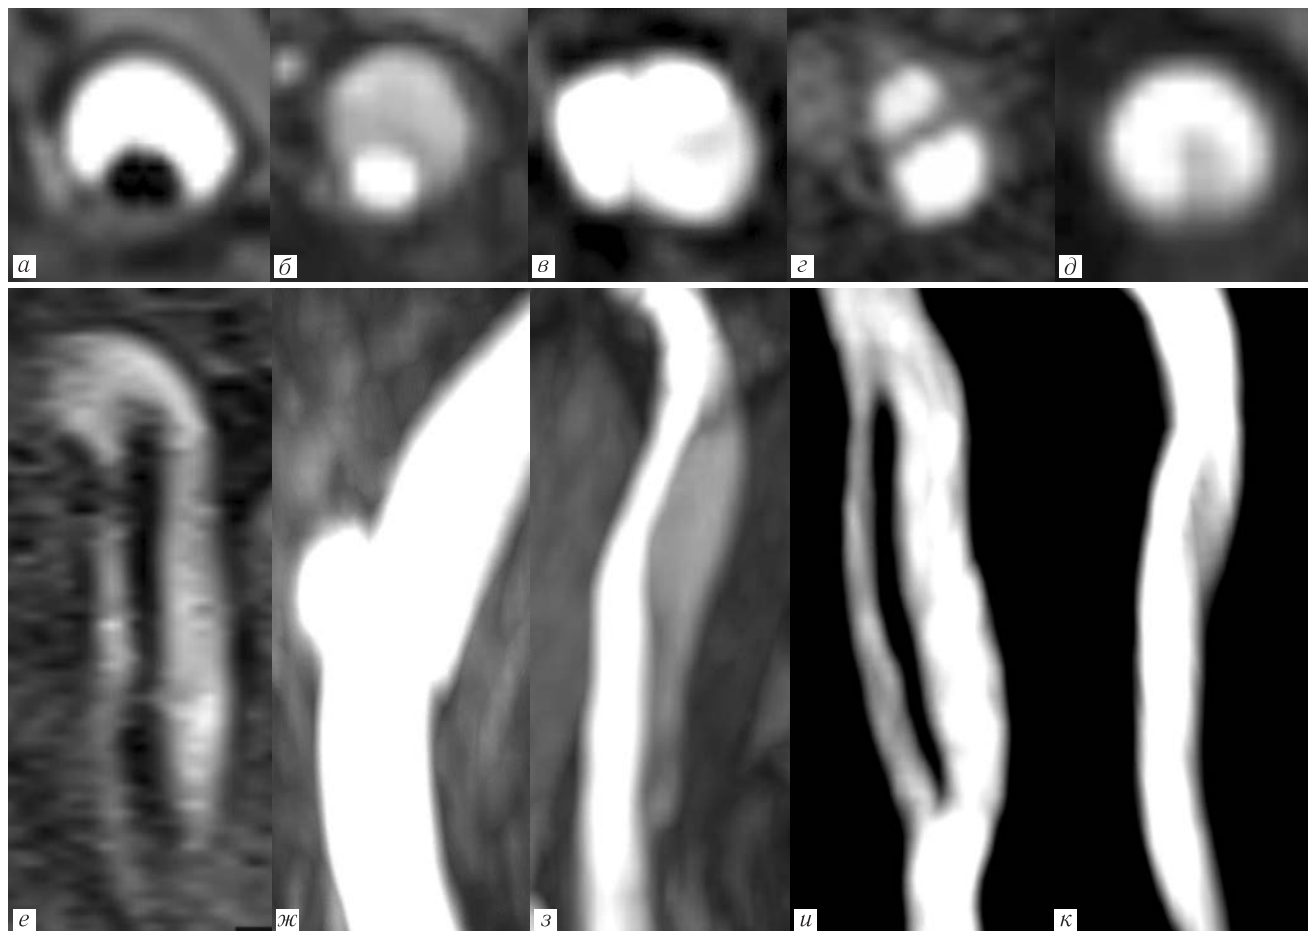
МР-томографические паттерны острой диссекции и ее последствий. Верхняя строка — аксиальная плоскость по отношению к пораженному сосуду, нижняя строка — сагиттальная плоскость; *а, б, е, ж* — острая диссекция; *а, е* — режим T1 fat-sat; *б-д, ж-к* — режим 3D-TOF; последствия перенесенной диссекции: *в, з* — локальное аневризматическое расширение стенки артерии; *г, и* — двойной просвет; *д, к* — флотирующая интима в просвете артерии
